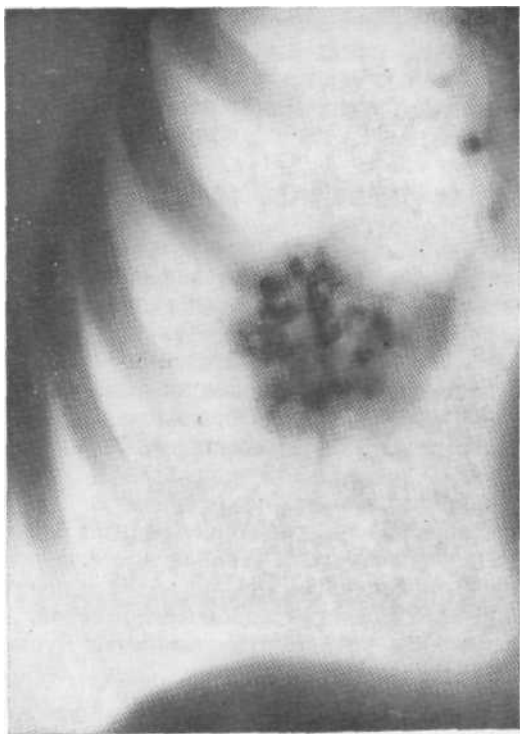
Прямая томограмма. Доброкачественная опухоль, исходящая из переднего края ребра. Резкие бугристые контуры тени, почти тотальное обызвествление. Смещение опухоли с ребрами при дыхании. Остеохондрома.
